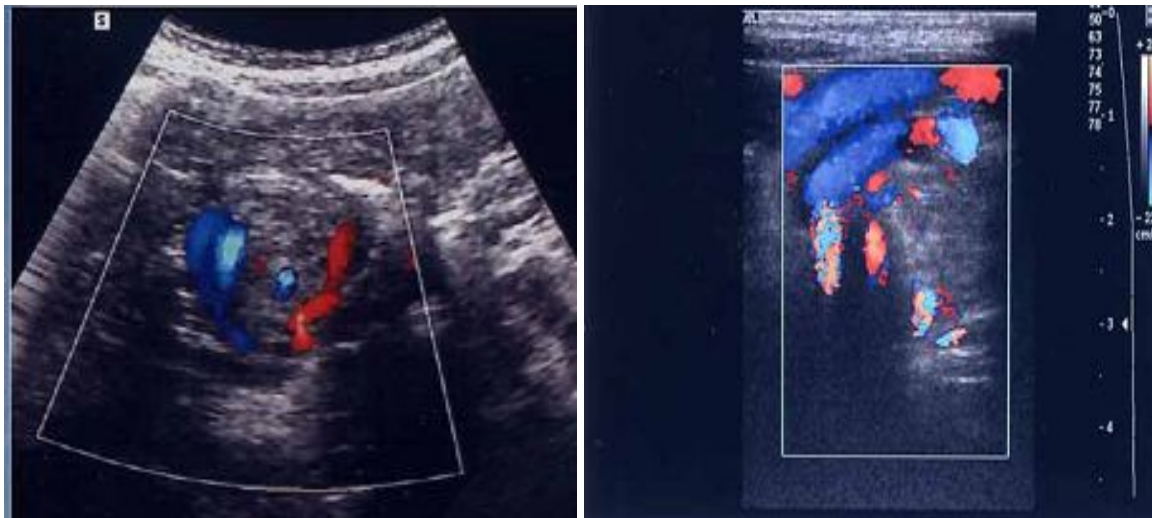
Whirlpool sign sur une coupe Figure29: Echo-doppler coupe sagittale axiale épigastrique [68] dilatation de la VMS [68]
